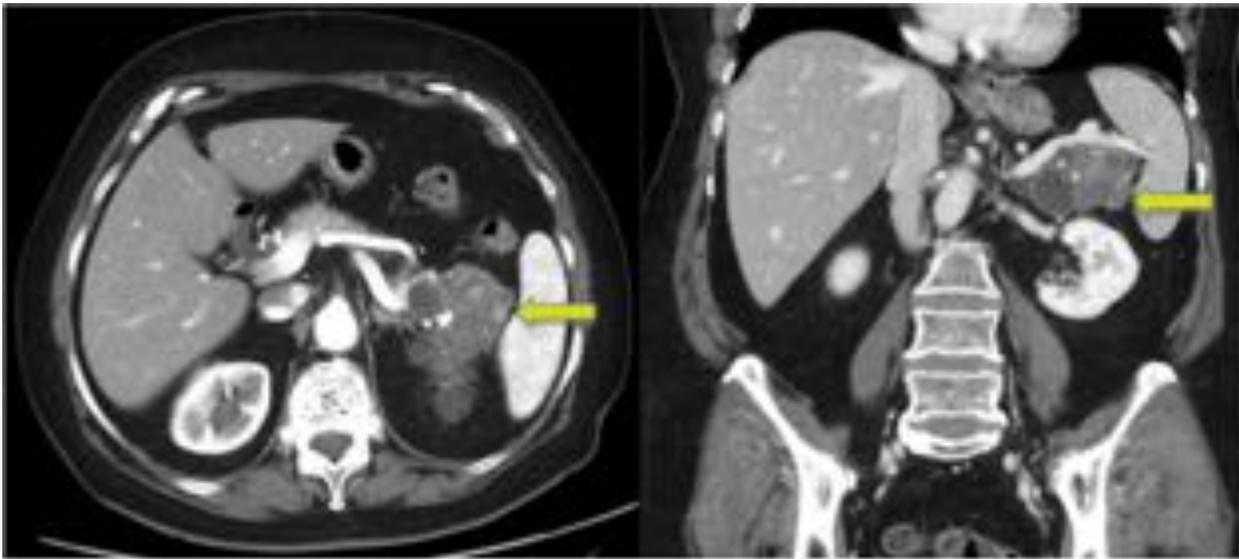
Mujer de 76 años con hallazgo incidental en colono TC de una lesión microquística “en panel” en la cola pancreática con una cicatriz central calcificada, compatible con cistoadenoma seroso. Estable tras 2 años de control.
